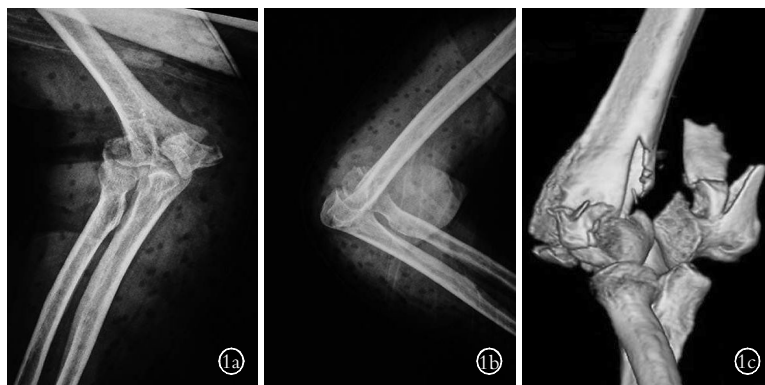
肱骨远端骨折 X 线片 1a, 1b. 正位和侧位 X 线片常因骨折块重叠和移位, 很难精确判断骨折的类型 1c. 三维 CT 扫描对于手术方案的确定十分有用
